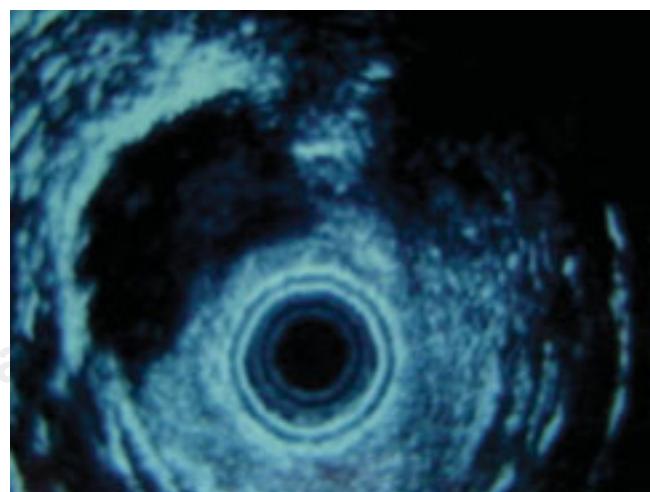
Absceso anal demostrado por ultrasonido endoanal.
